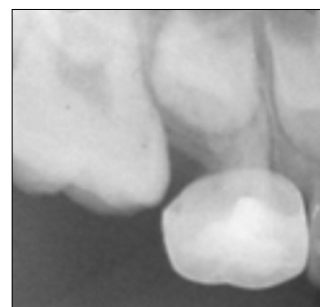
Intraoral photograph and periapical radiograph after 6 weeks.
